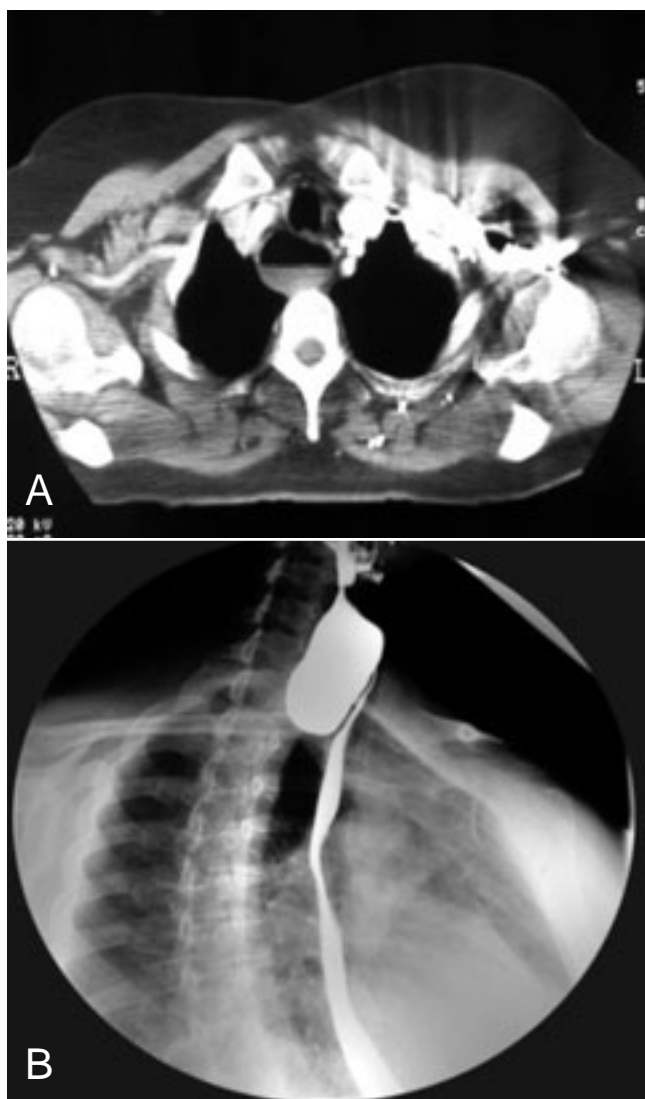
A, TC torácico. Dilatación esofágica. B, Esofagograma. Divertículo de Zenker.
